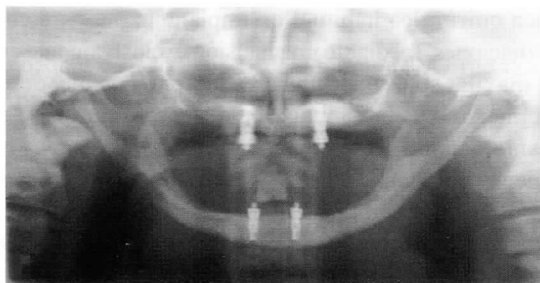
Ortopantomografía de control a los 8 años.
